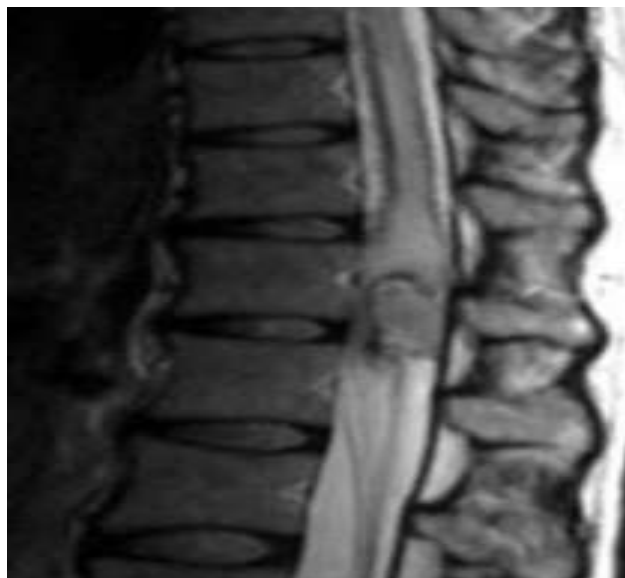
IRM coupe sagittale en pondération T2. Lésion apparaissant hypo intense, correspondant au signal de la mélanine et des remaniements hémorragiques intra lésionnels [83].
